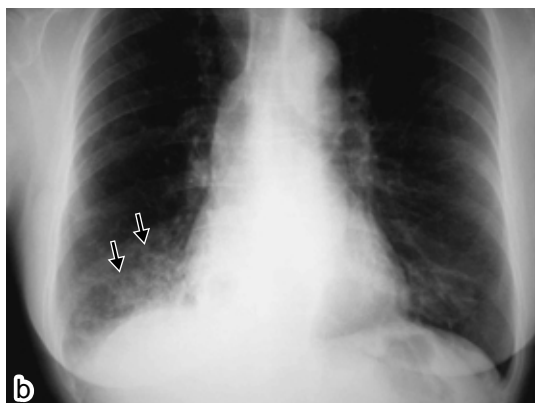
b 平成14年の再受診時の胸部単純写真 (初診時より7年経過)。喀痰と呼吸困難が出現し、約2 kgの体重減少を認めている。初診時に見られた左下肺野の結節影は、この単純からは同定できなかったが、右下葉に明らかな肺炎を思わせる新たな浸潤性陰影を認めた。
